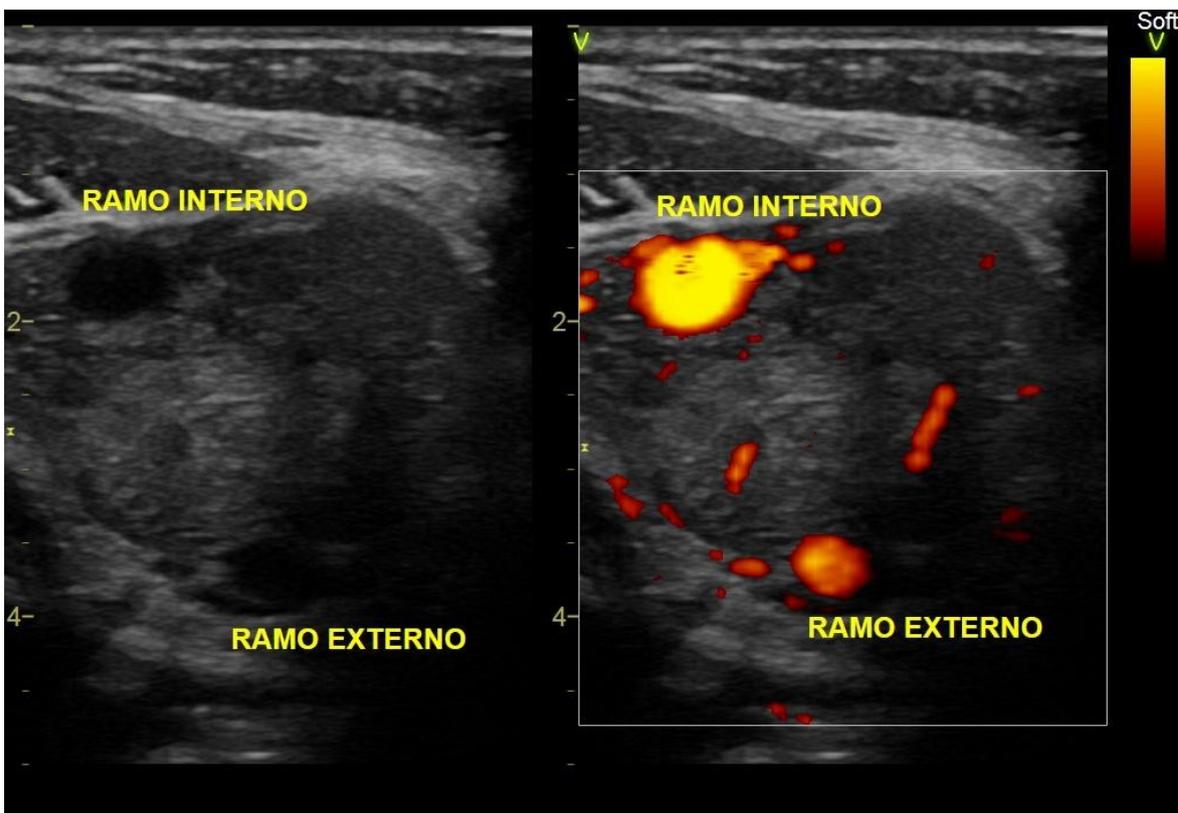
Tumor carotídeo na bifurcação da artéria carótida com doppler. Fonte: Acervo Serviço de Cirurgia Vascular HCE.
